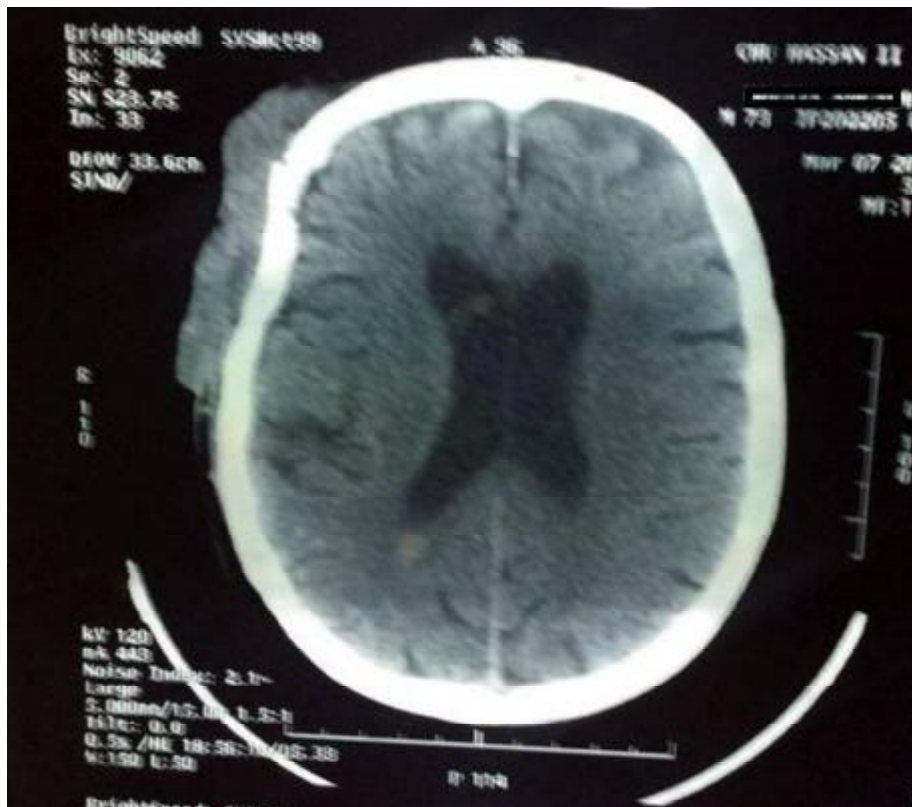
TDM de crâne en coupe axiale C- montrant une lésion tissulaire de la région fronto temporelle droite mal limitée, cutanée et sous cutanée isodense, responsable d'une lyse de l'os fronto temporal en regard sans extension endocrânienne (Iconographie du service d'ORL et de CCF CHU HASSAN II FES)
